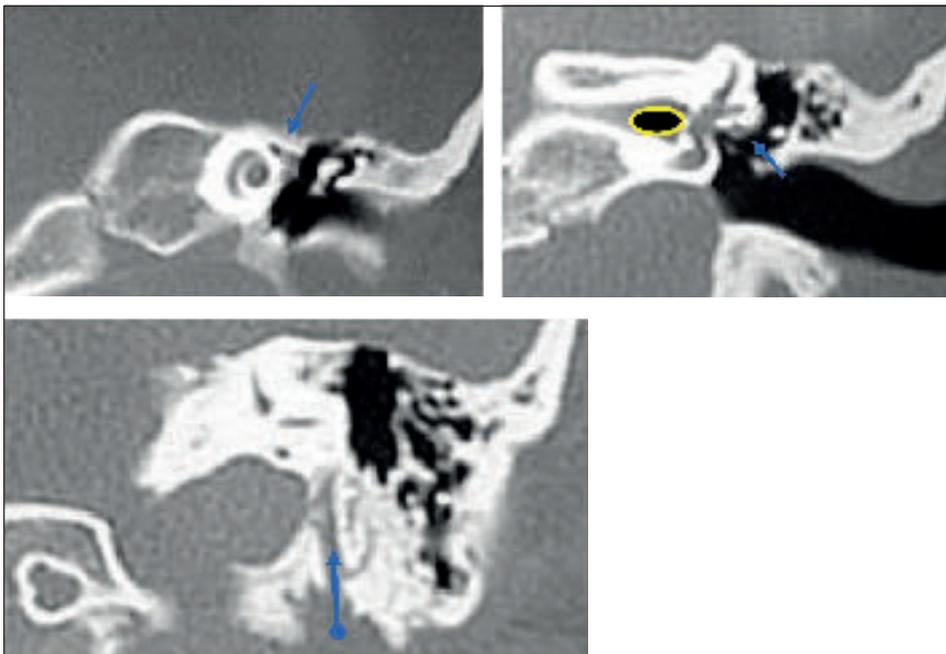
Coronali TC CUI
